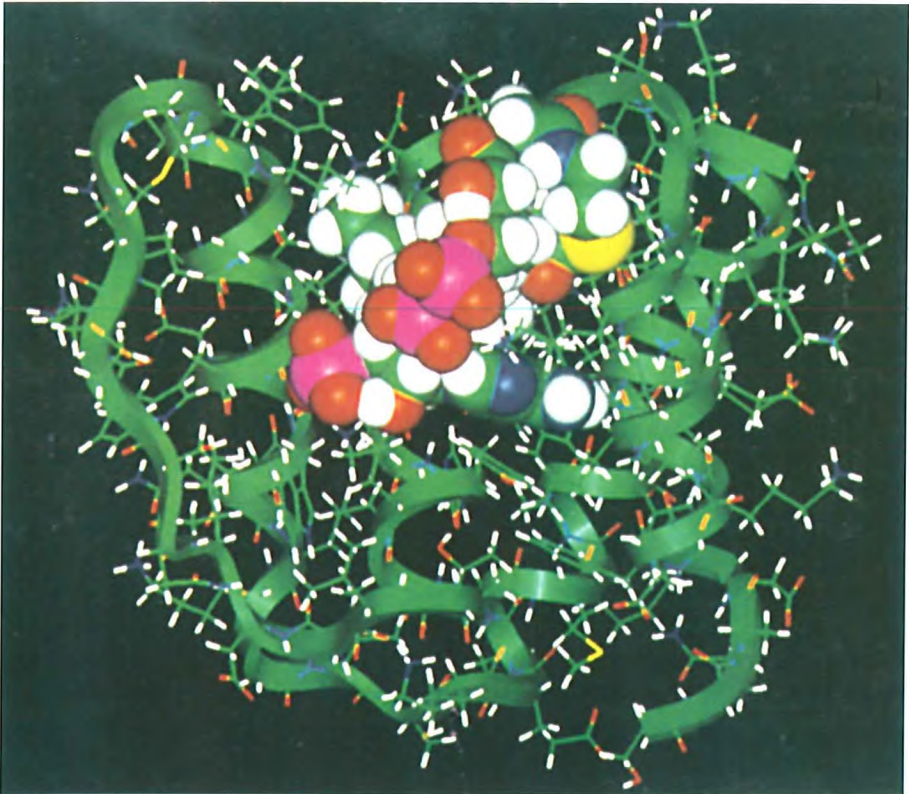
Die aus Kernspinresonanz-Daten bestimmte Struktur des Komplexes von Acyl-Coenzym A (durch Atomkugeln dargestellt) mit einem spezifisch bindenden Protein (durch Helices und Atombindungen dargestellt), das das Acyl-Coenzym A umhüllt (aus 5).
